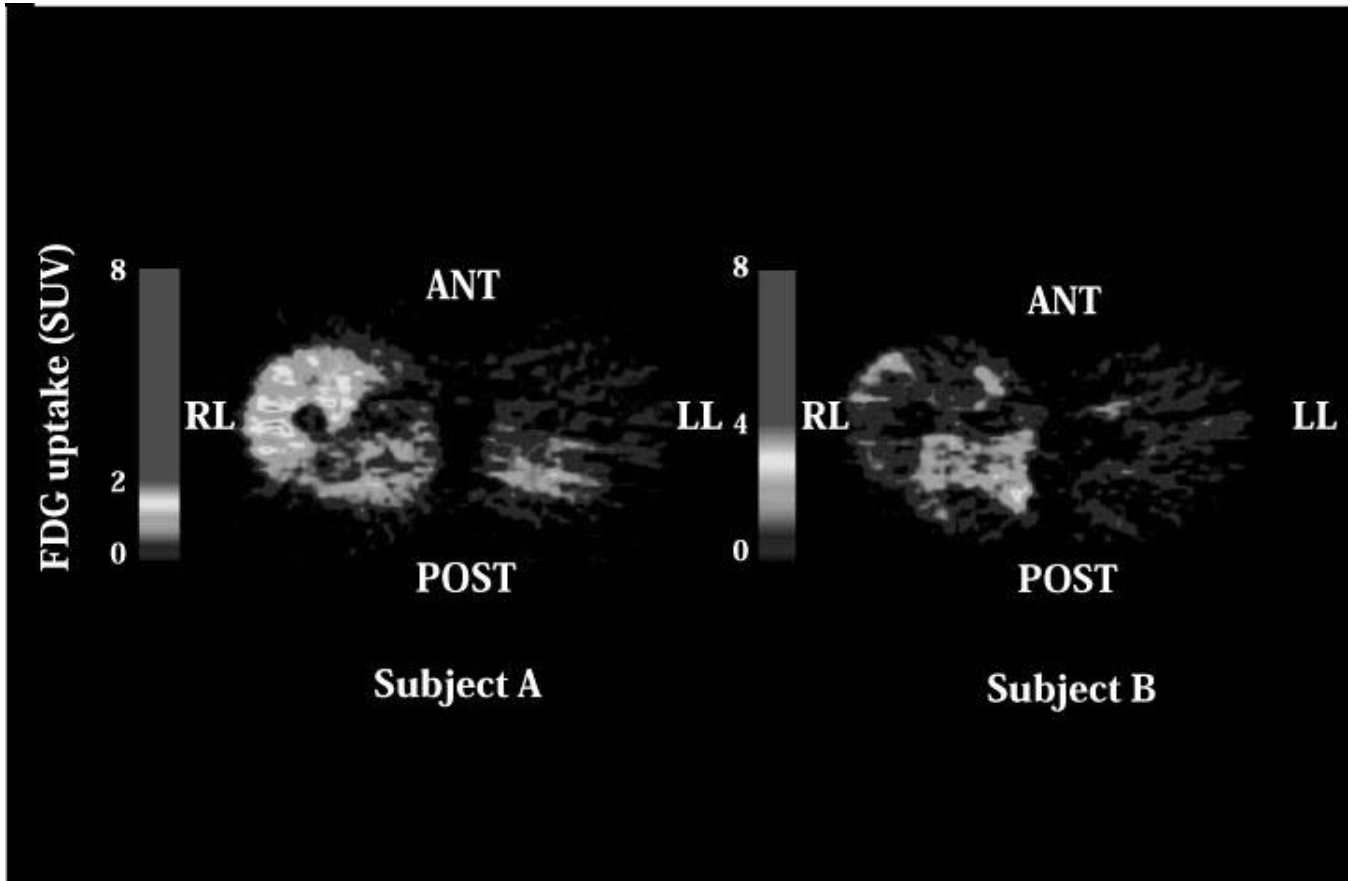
2名の被験者の運動終了60分から105分目のSUV画像
